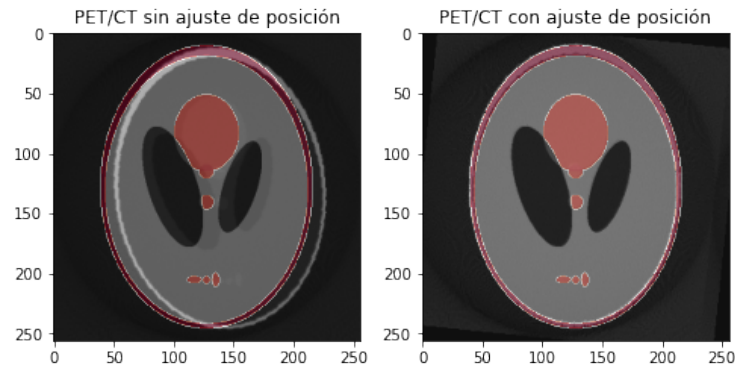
Imágenes de PET/CT obtenidas con y sin ajuste de posición
